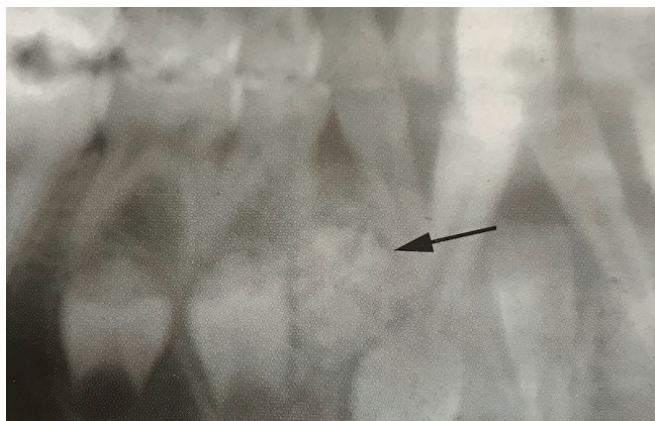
Radiographie rétro alvéolaire mettant en évidence un odontome complexe (3).
